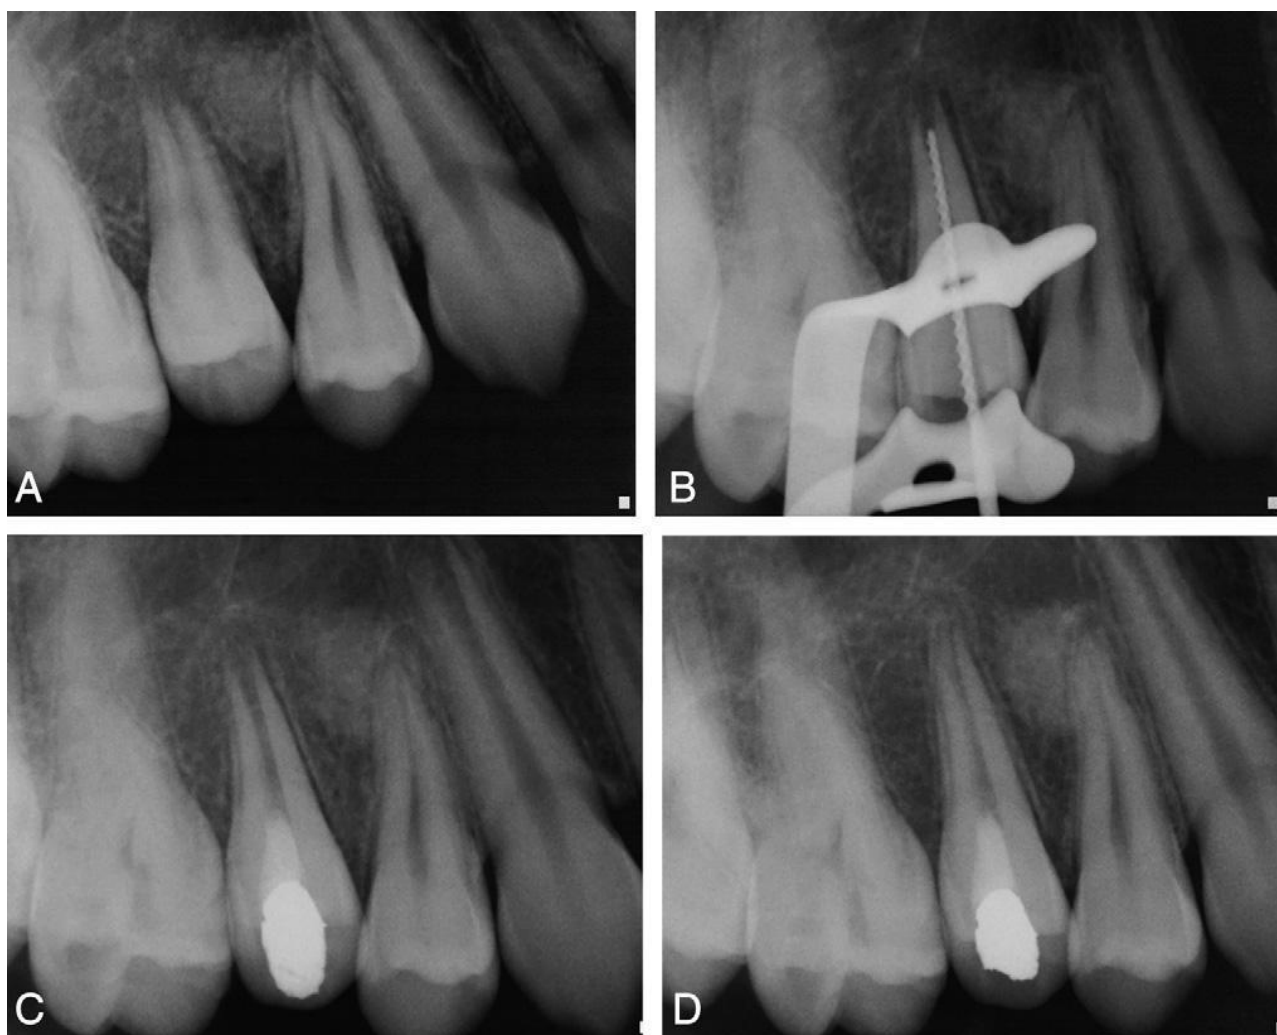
(A) Radiografia pré operatória. (B) Determinação do comprimento de trabalho. (C) Restauração definitiva do dente . (D) Reavaliação 6 meses após tratamento. caso clinico citado por TORABINEJAD et al (2011)
